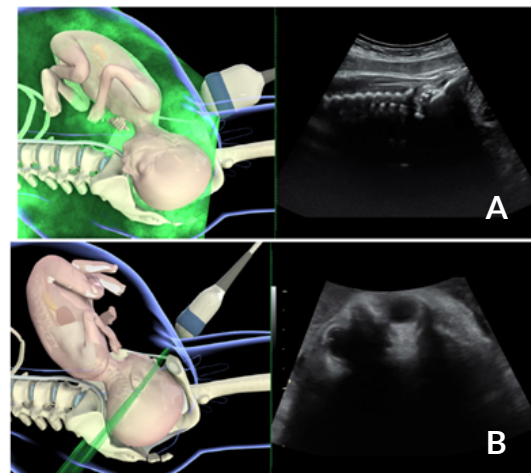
Ecografía Transabdominal suprapúbica para ubicar posición de la cabeza. A, Representación esquemática (izquierda) e Imagen de ecografía (derecha) con vista sagital en un feto con posición occipito anterior, demostrando columna cervical y occipucio fetal. B, Representación esquemática (izquierda) e Imagen de ecografía (derecha) con vista transversal en ecografía suprapúbica en un feto con posición occipito posterior, demostrando órbitas fetales. Tomado de: Youssef A y cols (14)
